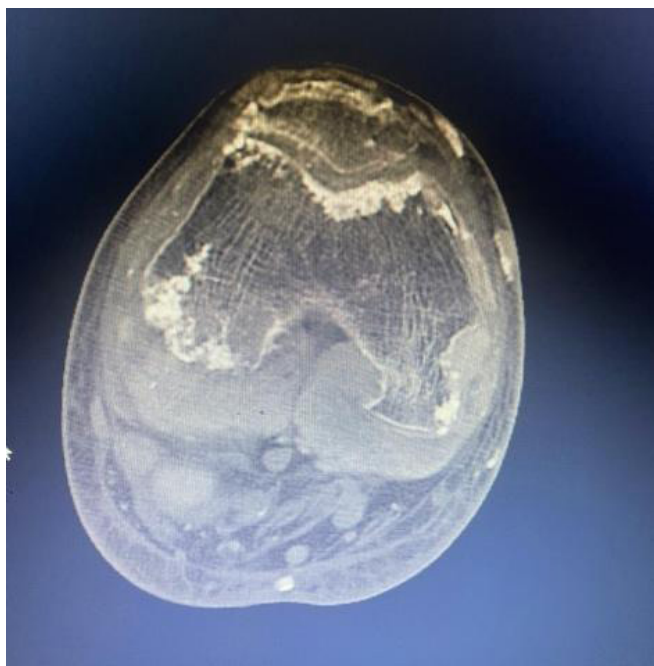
TC do joelho (corte axial, nível suprapatelar). Massa heterogênea confluenta com hiperdensidades intrassinuais e periarticulares, sugerindo tofos volumosos e sinovite crônica.
